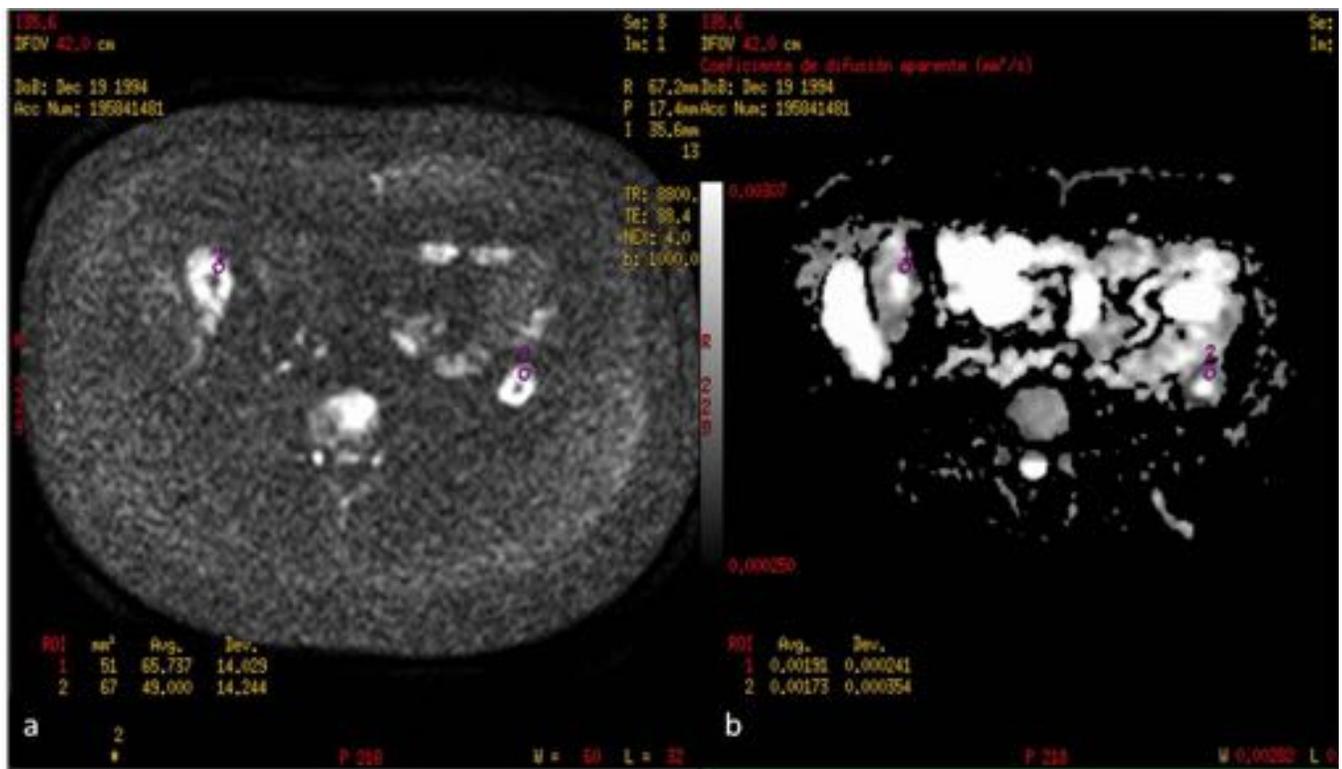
Estudio axial en DWI-EPI (a) y ADC (b) donde se muestra dos asas marcadamente engrosadas que restringen en difusión con valores bajos de ADC lo que ayuda a indicar que se trata de una fase activa de la enfermedad.
